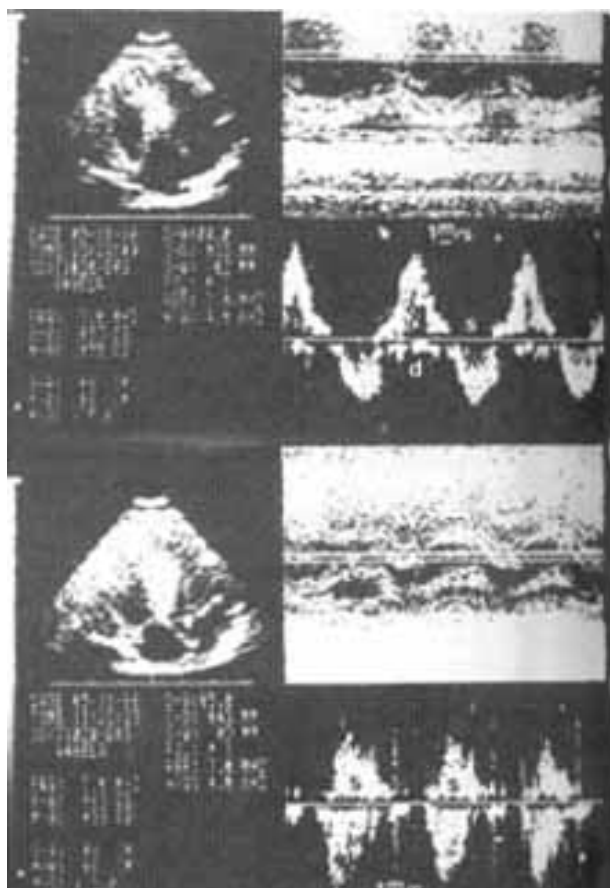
(caso 1) Amostra do Doppler pulsátil nas vias de entrada e saída do ventrículo esquerdo. Fluxo laminar normal durante a diástole e a sístole.
